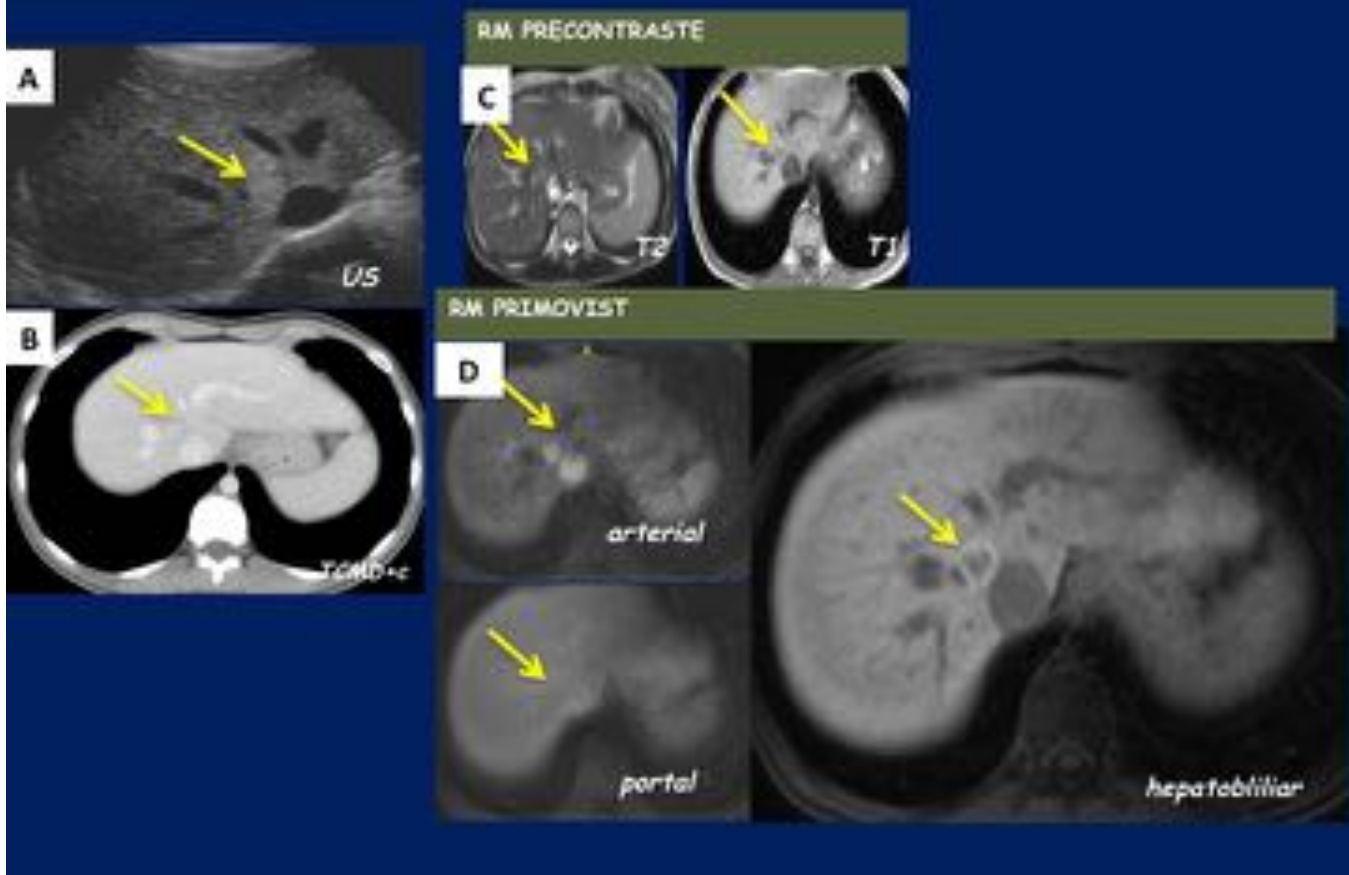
Mujer de 28 años con ingesta de AO. El examen US(A) detecta una imagen nodular isoeoica en SegVIII de bordes bien definidos. En el TC(B) la lesión es hipercaptante en fase portal, con un halo hipodenso. En la RM basal (C) la lesión es hiperintensa en T2 y heterogénea en T1. En el estudio dinámico (D) se presenta captación en fase arterial con poco lavado en fase portal. En fase hepatobiliar es hipointensa con un halo hipertenso alrededor, posiblemente parénquima comprimido. Adenoma típico.
